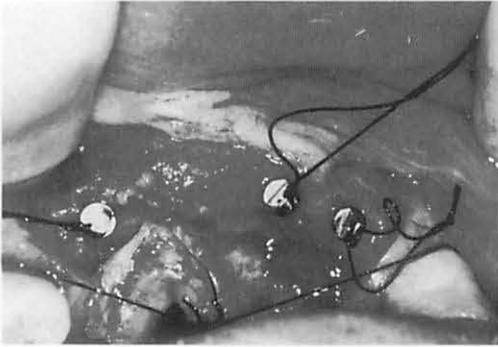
デプス・ゲージを孔に挿入後X線撮影を行う
